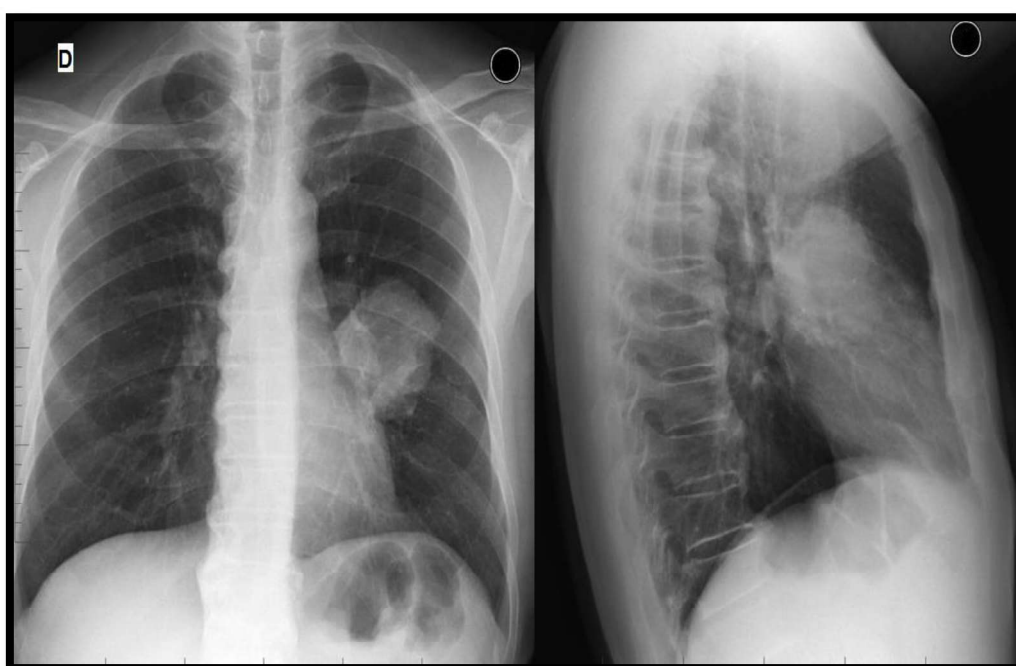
Radiografia de tórax em PA e em perfil evidenciando massa perihilar esquerda. O paciente foi submetido à ressecção cirúrgica que confirmou o diagnóstico de carcinoma broncogênico.
